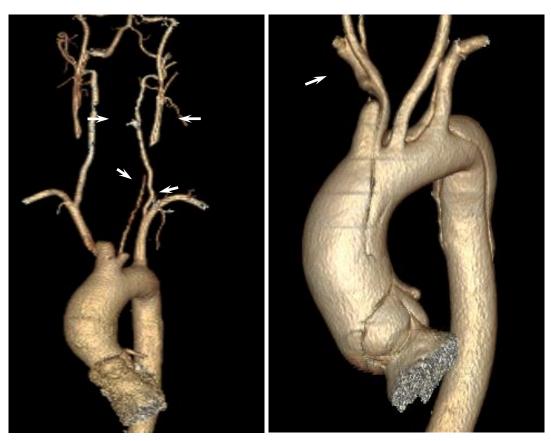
Мультиспиральная компьютерная томография, трехмерная реконструкция. Вовлечение супрааортальных сосудов в расслоение. Слева — тромботическая окклюзия общих сонных артерий, обусловленная расслоением аорты (показано стрелками). Справа — расслоение аорты с распространением на брахиоцефальный ствол и левую подключичную артерию (показано стрелкой)
